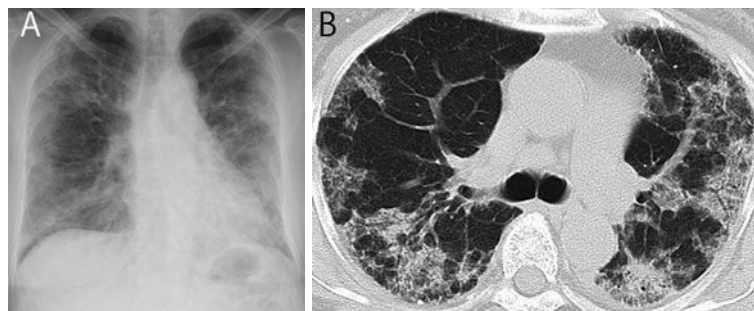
(A) 入院時胸部X線写真. 両側にすりガラス陰影を認める. (B) 入院時胸部単純CT. 両側びまん性, 末梢優位に, 斑状および汎小葉性のすりガラス陰影・網状影の出現を認める.
